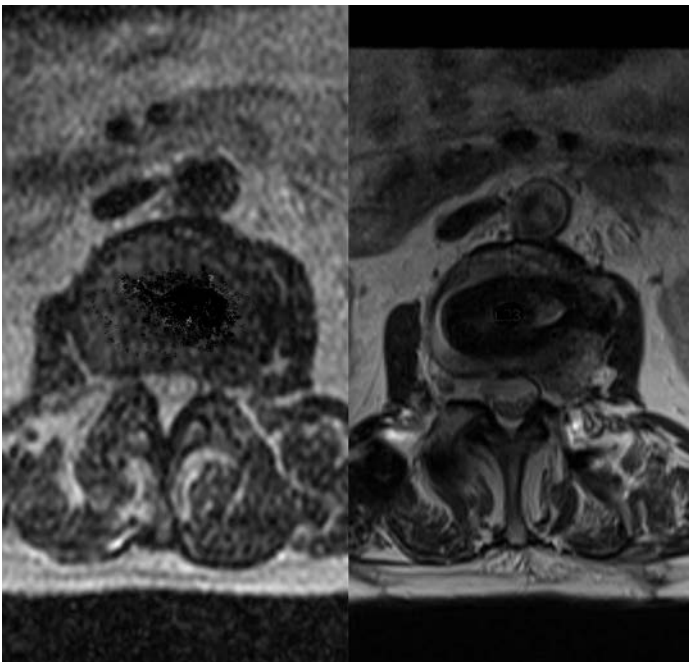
МРТ ПОП. Непрямая декомпрессия после проведения XLIF L4-5
